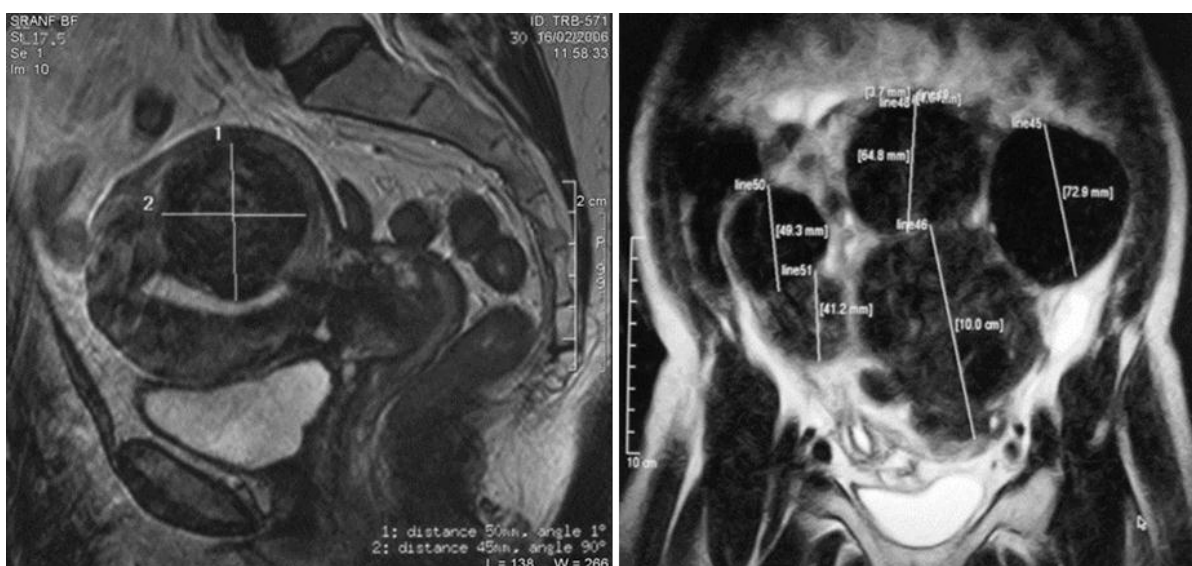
IRM pelvienne : coupe sagittale (a) et coronale (b) en EST2 montrant la cartographie des myomes
